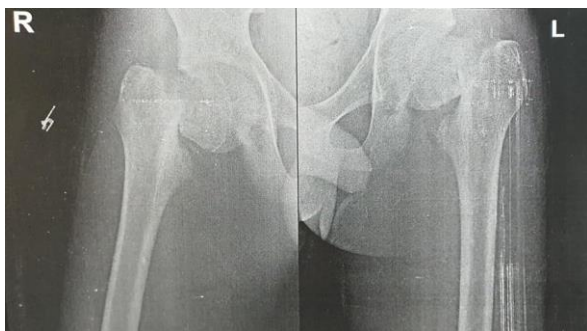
Radiographs of right and left hips demonstrate displaced bilateral femoral neck fractures.
